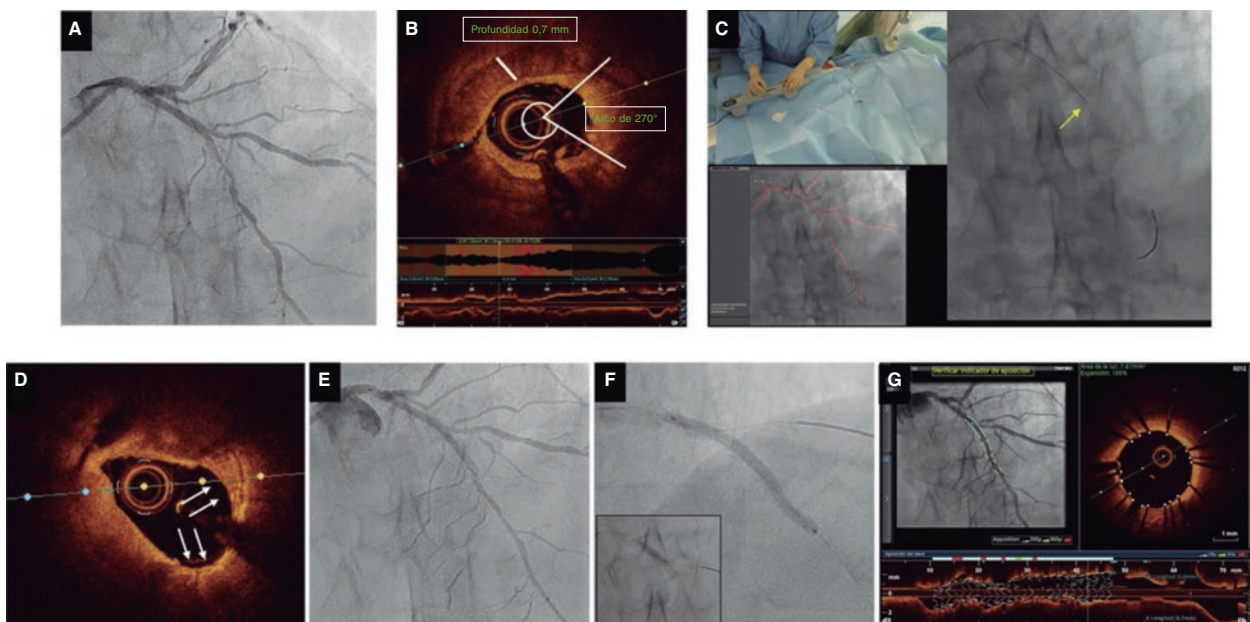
Modificación del calcio por aterectomía orbital guiada por imágenes corregistradas mediante tomografía de coherencia óptica (OCT). A: estenosis fuertemente calcificada en segmento medio de descendente anterior. B: OCT con hallazgos de calcificación circunferencial grave; arco de calcio ~270°, profundidad de 0,7 mm y longitud > 5 mm; valores sugestivos de alto riesgo de infraexpansión del *stent* según criterios OCT. Diámetros lumbales de referencia distales y proximales de 2,5 y 3,25 mm, respectivamente con una longitud del *stent* predicha de 33 mm. C: aterectomía orbital (flecha amarilla) con el sistema de aterectomía orbital DIAMONDBACK 360 y 1 corona de 1,25 mm avanzada a 1 mm/s. El lijado/la aterectomía se llevaron a cabo en movimientos hacia delante y hacia atrás. Utilización del *dynamic road mapping* para guiar la intervención (abajo a la izquierda). D: apariencia lisa tras aterectomía orbital. La imagen confirma que el ‘casquete’ de calcio se ha reducido enormemente gracias al efecto de lijado logrado por la aterectomía orbital (AO). Se aprecia una forma de la medialuna como efecto de la rotación de la corona (flechas blancas). E: la angiografía realizada tras la AO confirma el descenso significativo del porcentaje de estenosis por diámetro. F: implante de 1 *stent* farmacocactivo de 2,5 x 36 mm con optimización proximal mediante la utilización de 1 balón no distensible de 3,5 x 10 mm (recuadro). G: las imágenes OCT corregistradas finales obtenidas tras la AO y el implante de *stent* confirman la correcta expansión y aposición del *stent* sin complicaciones.
